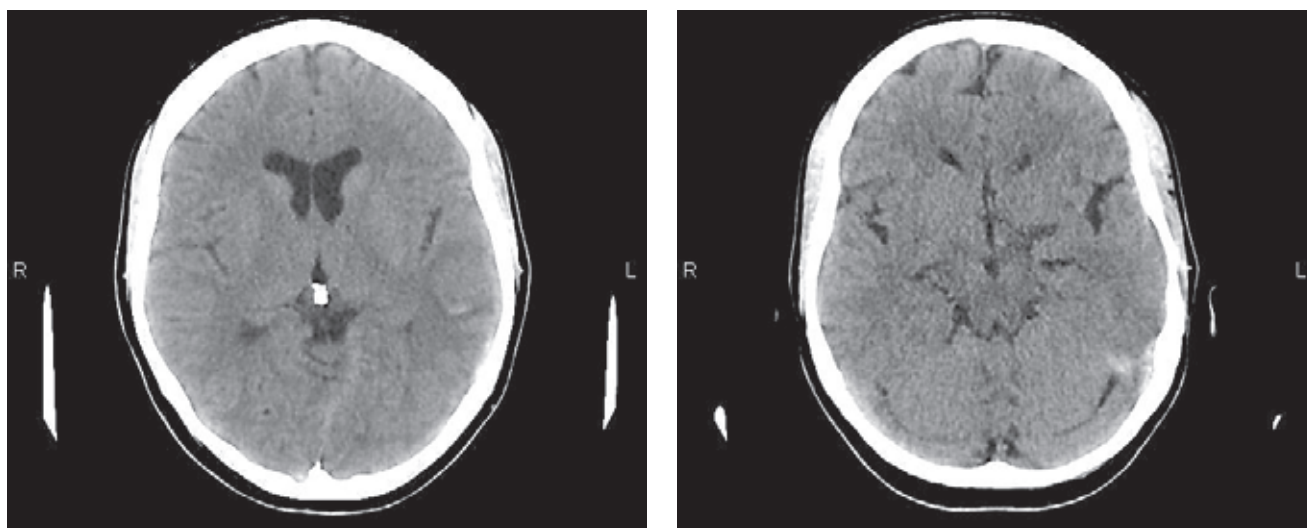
МСКТ головного мозга. При нативном исследовании определяются признаки отека головного мозга со сглаженностью борозд (а), участок повышения плотностных характеристик в проекции поперечного синуса слева (б)
